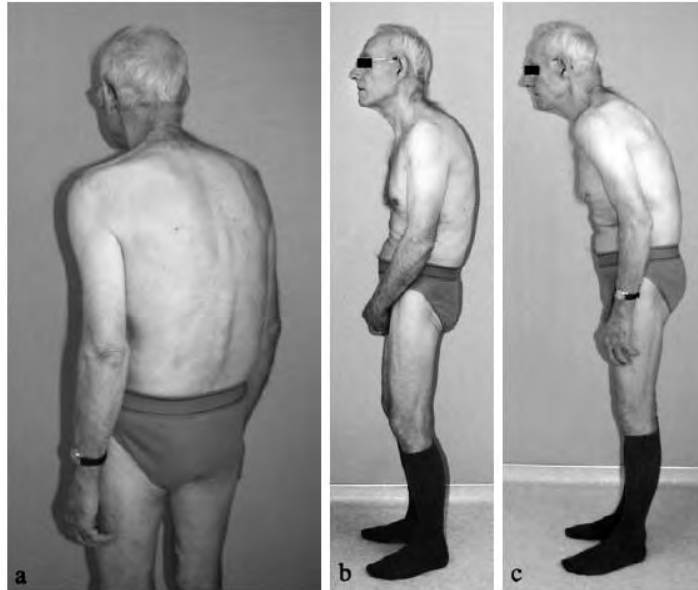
Clinique et bilan radiographique d'un cas de cyphose arthrogénique (d'après JM Vital, O Gille, N Gangnet. Equilibre sagittal et applications cliniques. Revue du Rhumatisme, 2004, 71 : 120-128)
